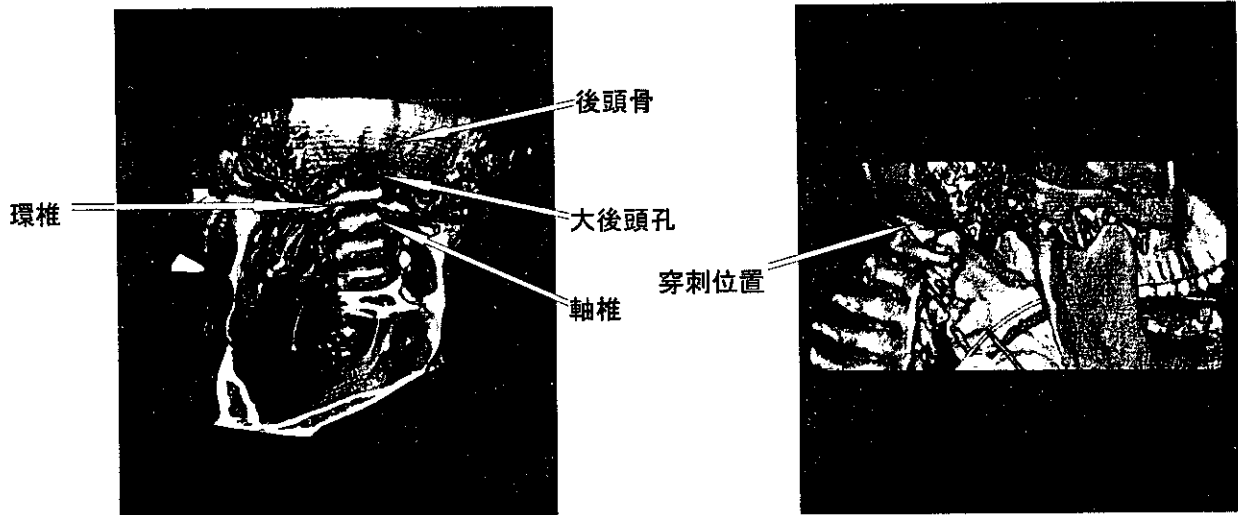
ヘリカル CT スキャンにより 3 次元再構成したチンパンジーの頭頸部
